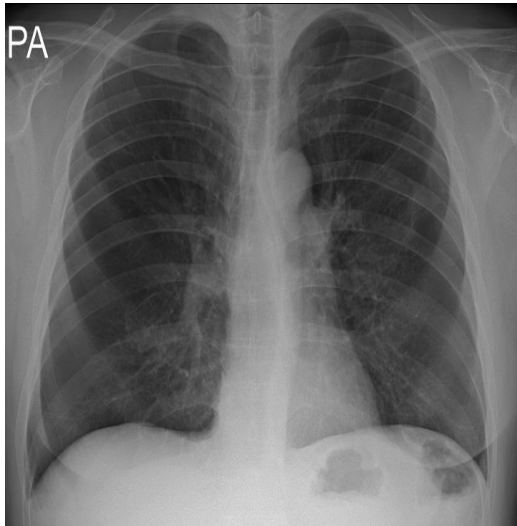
Chest X-ray in case 1. [2019.07.12]
